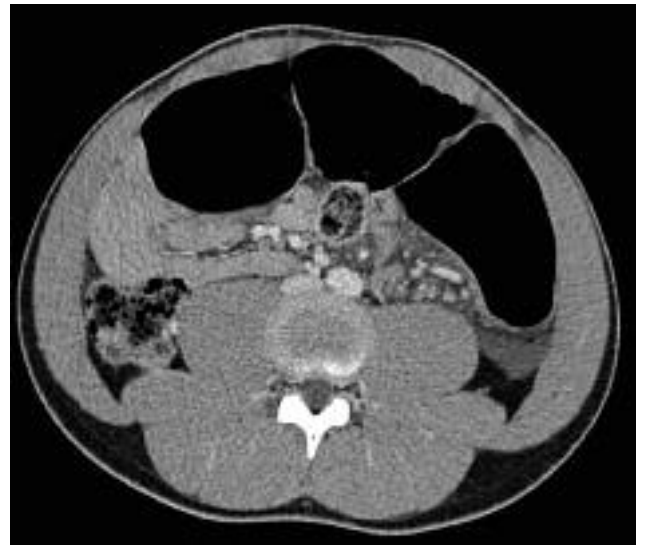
Coupe TDM avec injection de produit de contraste retrouvant une volumineuse anse sigmoïdienne au centre de la cavité abdominale.
